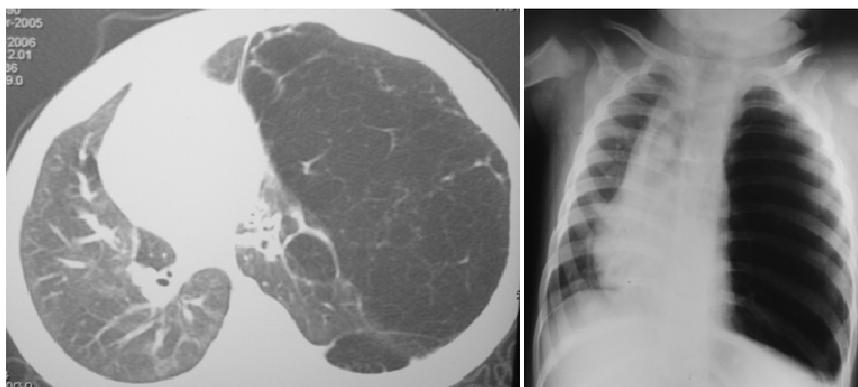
Tomografia e radiografia de tórax mostrando hiperinsuflação do lobo superior direito e desvio das estruturas mediastinais.
